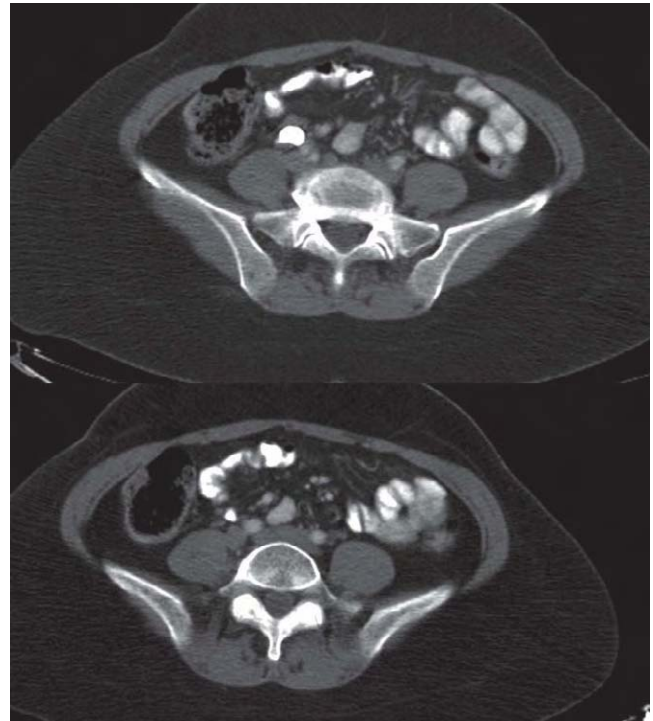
Cortes axiales en zona perilesional en fase excretora de la tomografía computarizada con contraste.
